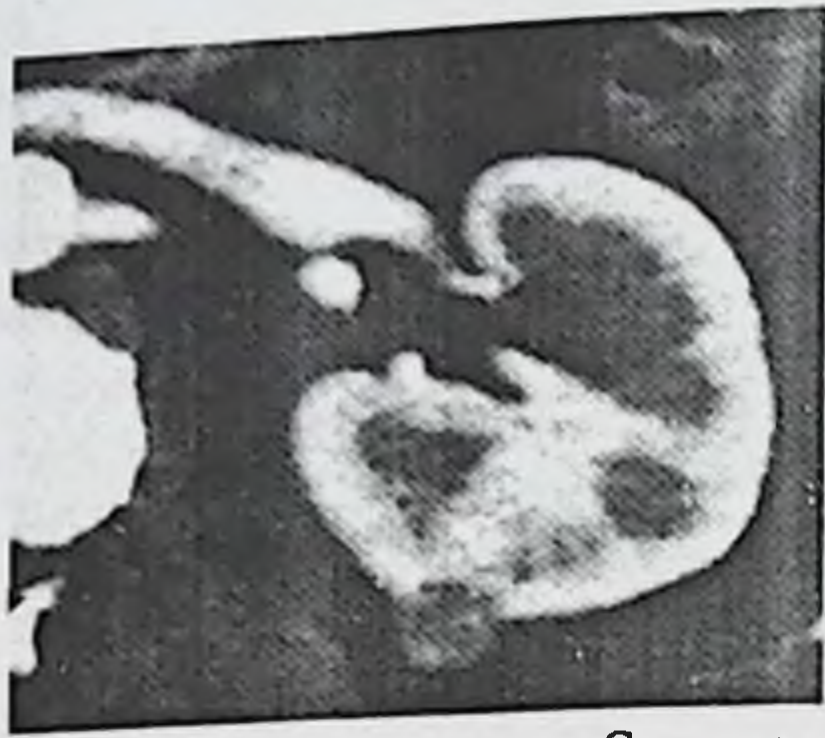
Гиповаскулярная опухоль левой почки. Спиральная КТ с внутривенным болюсным контрастированием. Артериальная фаза контрастирования почечной паренхимы. Гиповаскулярная опухоль по наружному контуру левой почки (Зубарев А.В. 2013).
